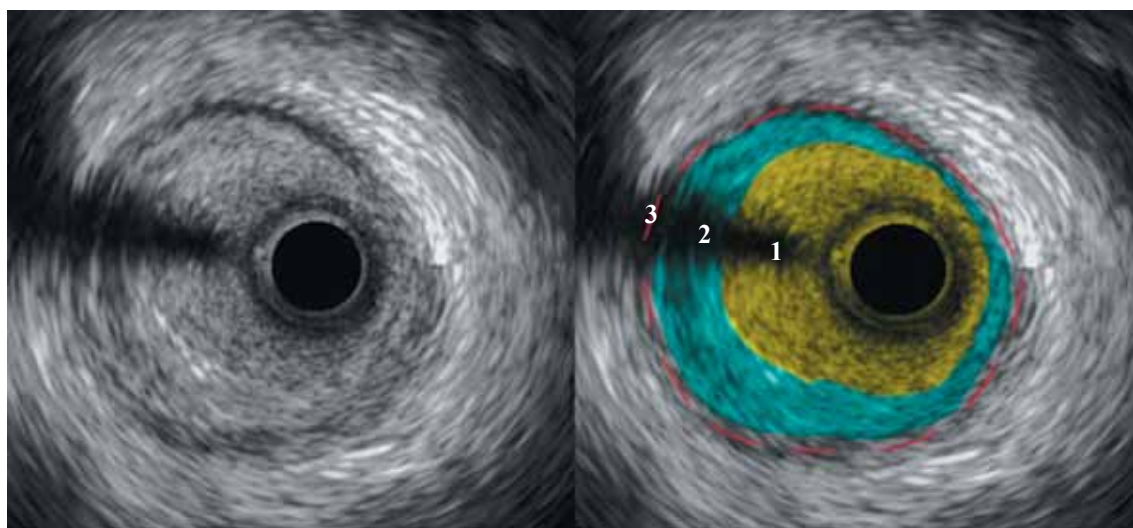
ВСУЗИ у пациента с ВТС (1 – просвет сосуда; 2 – гиперплазия интимы; 3 – медиа)
